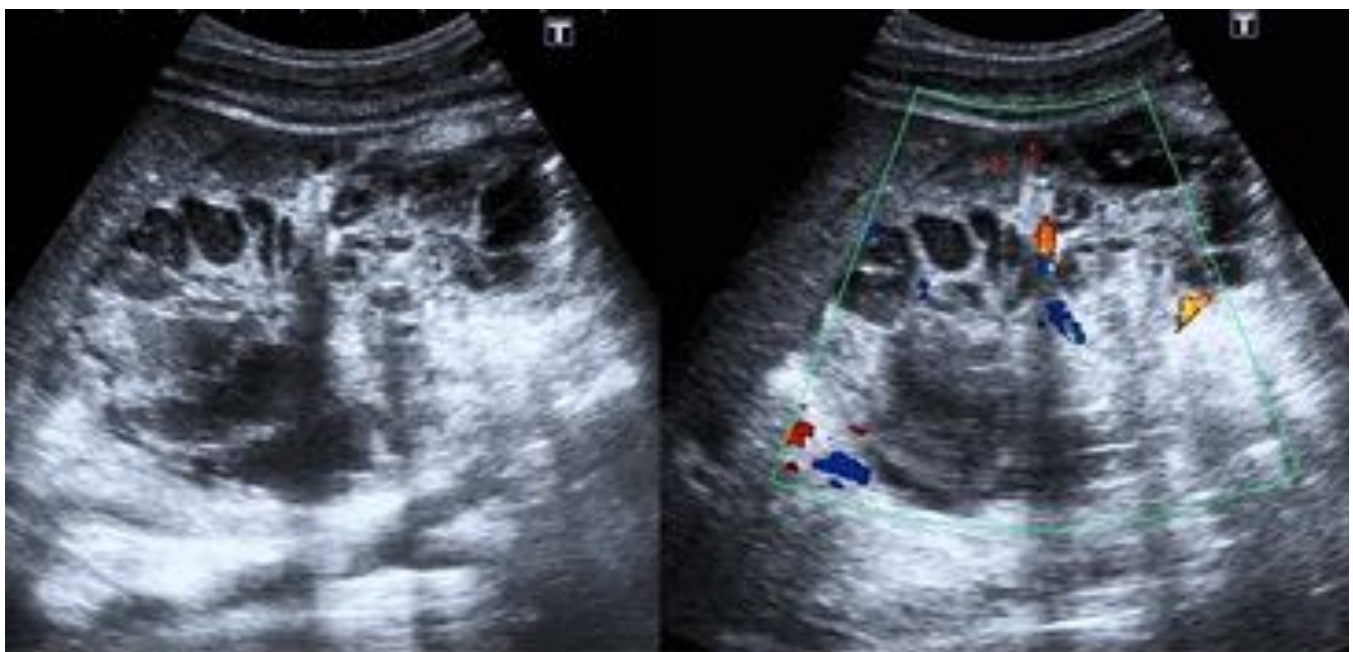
Hamartoma hepático. Imagen de ecografía con zonas quísticas anecogénicas, zonas sólidas
